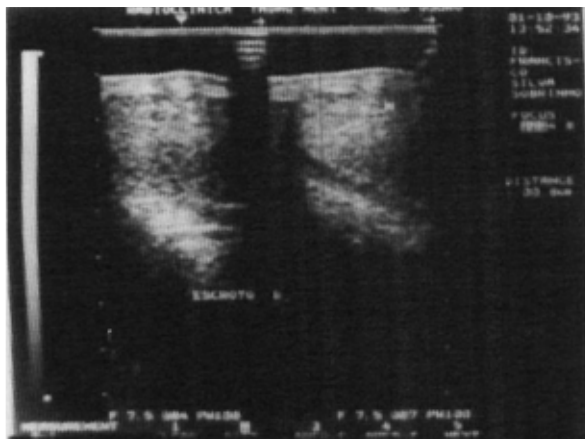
Ultrassonografia, mostrando nodulação hiperecogênica de aproximadamente 8 mm na parede da cavidade escrotal direita.
